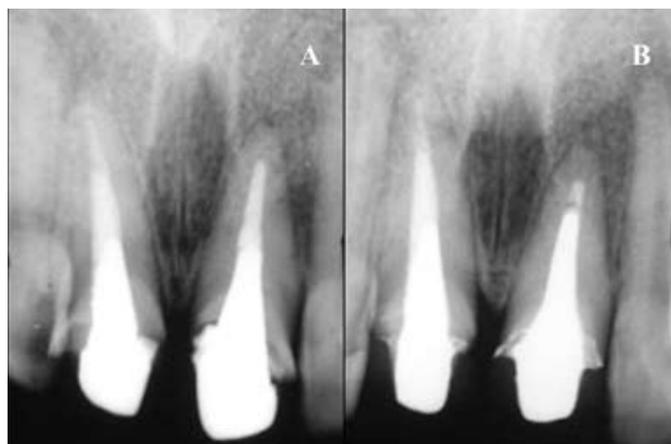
A) Radiografias inicial; B) Radiografia final.
